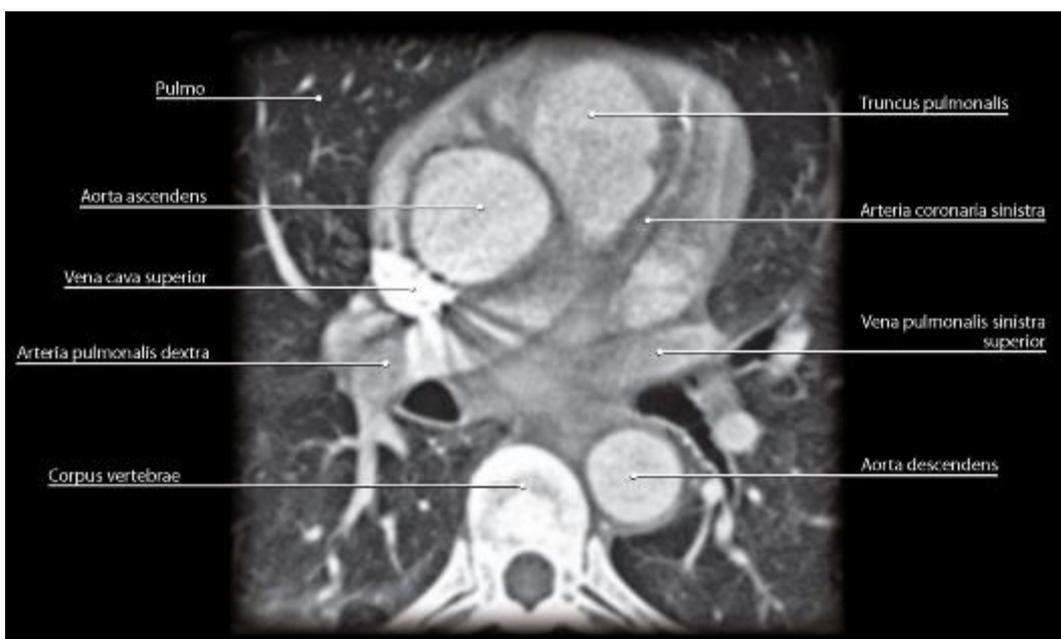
Рентгеновская компьютерная томограмма с контрастированием сосудистого русла. Горизонтальное сечение. Уровень деления лёгочного ствола
